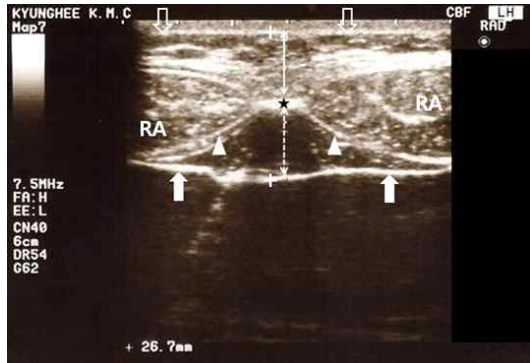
Transverse plane ultrasonography findings of abdominal wall of Zhongwan (CV12).
